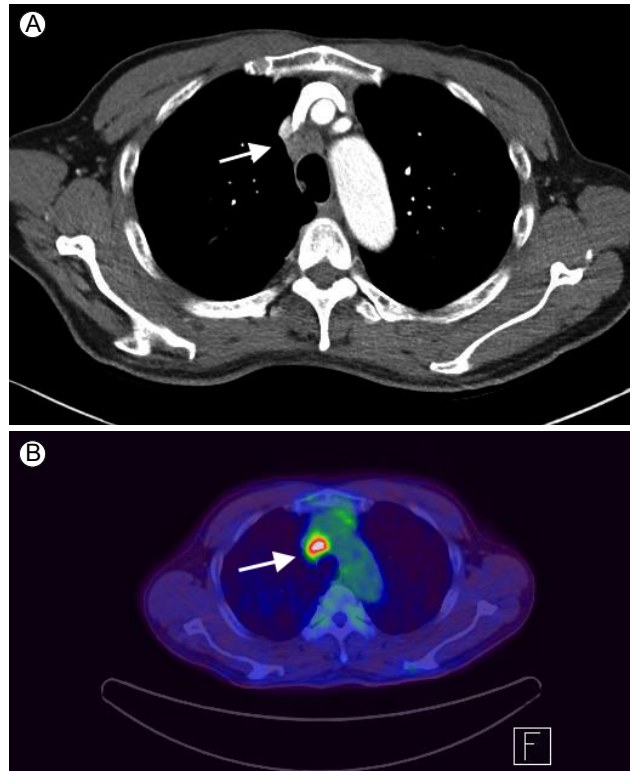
(A) Contrast-enhanced chest computed tomography revealed an enlarged lymph node (white arrow) in the right paratracheal region. (B) Positron emission tomography-computed tomography revealed increased ¹⁸F-fluorodeoxyglucose uptake in the same lesion (white arrow).
